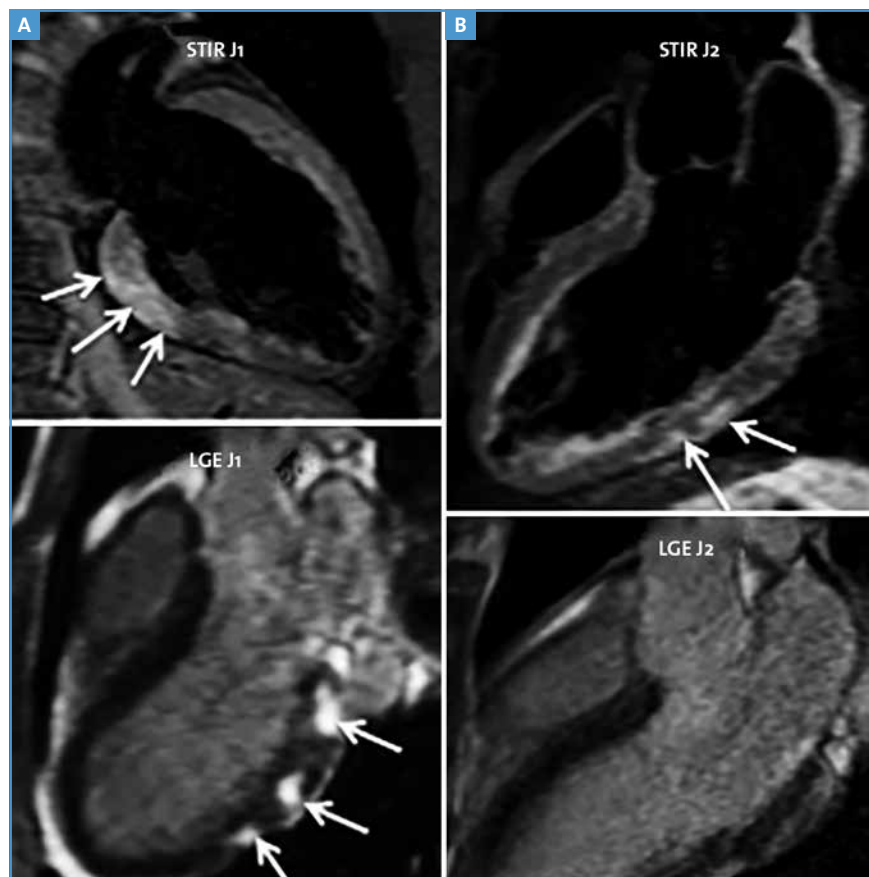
IRM réalisée à J1-J2 chez un patient présentant des lésions œdémateuses de myocardite aiguë en STIR et des lésions de rehaussement tardif assez étendues (A), et chez un patient présentant des lésions de myocardite plus modérées (B).
